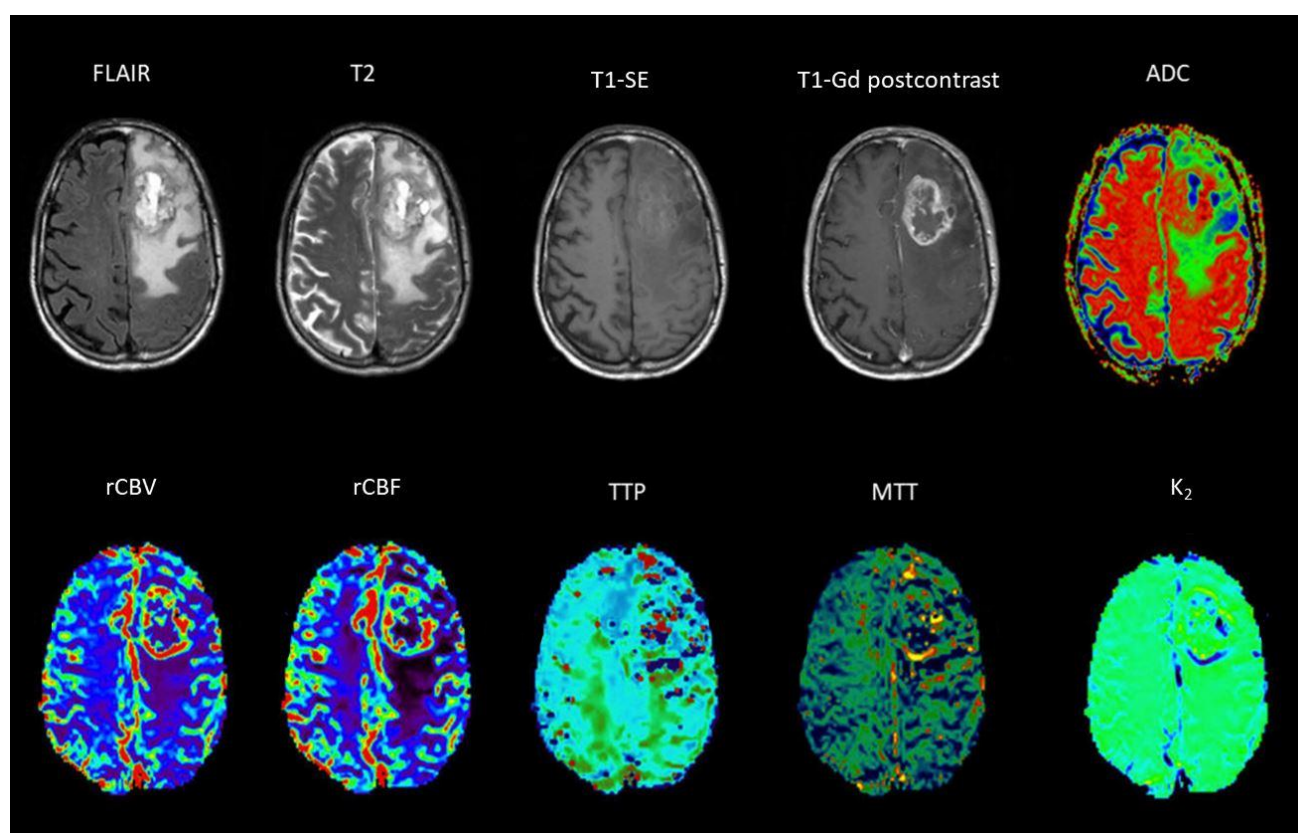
Model de protocol d'imatge RM per a l'estudi d'un tumor cerebral. Pacient de 64 anys amb un GB frontal esquerra. A la fila superior, s'observa una lesió expansiva cortico-subcortical frontal esquerra amb un ribet mural de realçament anular heterogeni, que configura la 'lesió captant de contrast' (LCC) (seqüències postcontrast T1), així com moderat component d'edema vasogènic circumdant o 'lesió no captant de contrast' (LNCC), definida com una àrea hiperintensa circumdant a la LCC en seqüències d'inversió recuperació amb atenuació del fluid (FLAIR) o seqüència T2 *spin-echo* (T2). El mapa d'ADC mostra una restricció de la difusió al component de LCC i una difusivitat incrementada en la LNCC, congruent amb el component d'edema vasogènic (àrea verda). A la fila inferior, es mostren diferents mapes paramètrics obtinguts a partir de la seqüència de perfusió. Aquests mapes posen de manifest un franc increment en els valors de volum (rCBV) i flux sanguini cerebral (rCBF) relatiu en la LCC respecte el parènquima cerebral aparentment normal, així com focus de reducció en el temps de trànsit (MTT) i increment dels paràmetres de permeabilitat (K_2); tot això, congruent amb un fenomen d'angiogènesi cerebral incrementada (*Elaboració pròpia*).
